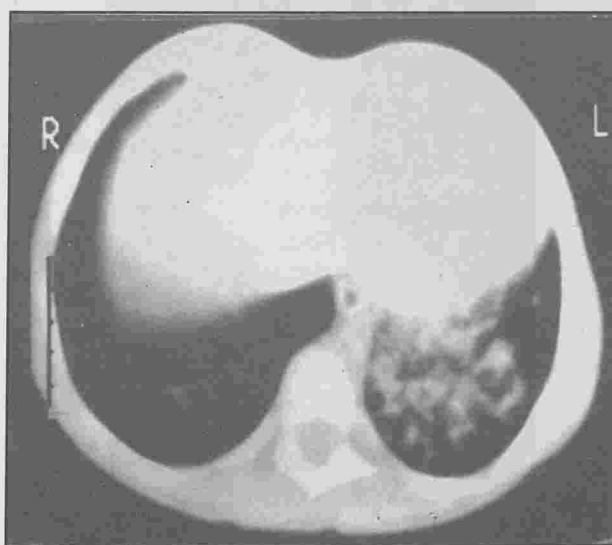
TDM thoracique : atteinte nodulaire parenchymateuse
